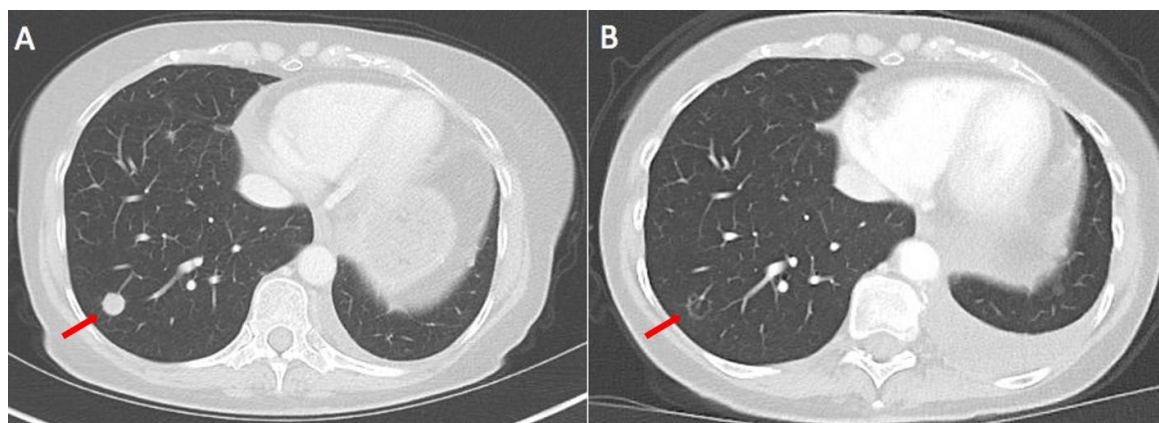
CT scans before start of T-DXd and after 5 months of treatment. One pulmonary nodule in the right lower lobe (arrow) almost diminishes. In addition, there is a small increase in pleural effusion in the left thorax (no malignant pleural effusion). (A) CT scan before start of T-DXd; (B) CT scan after 4 cycles of T-DXd; arrows indicate a lung metastasis which had diminished on Figure B.
